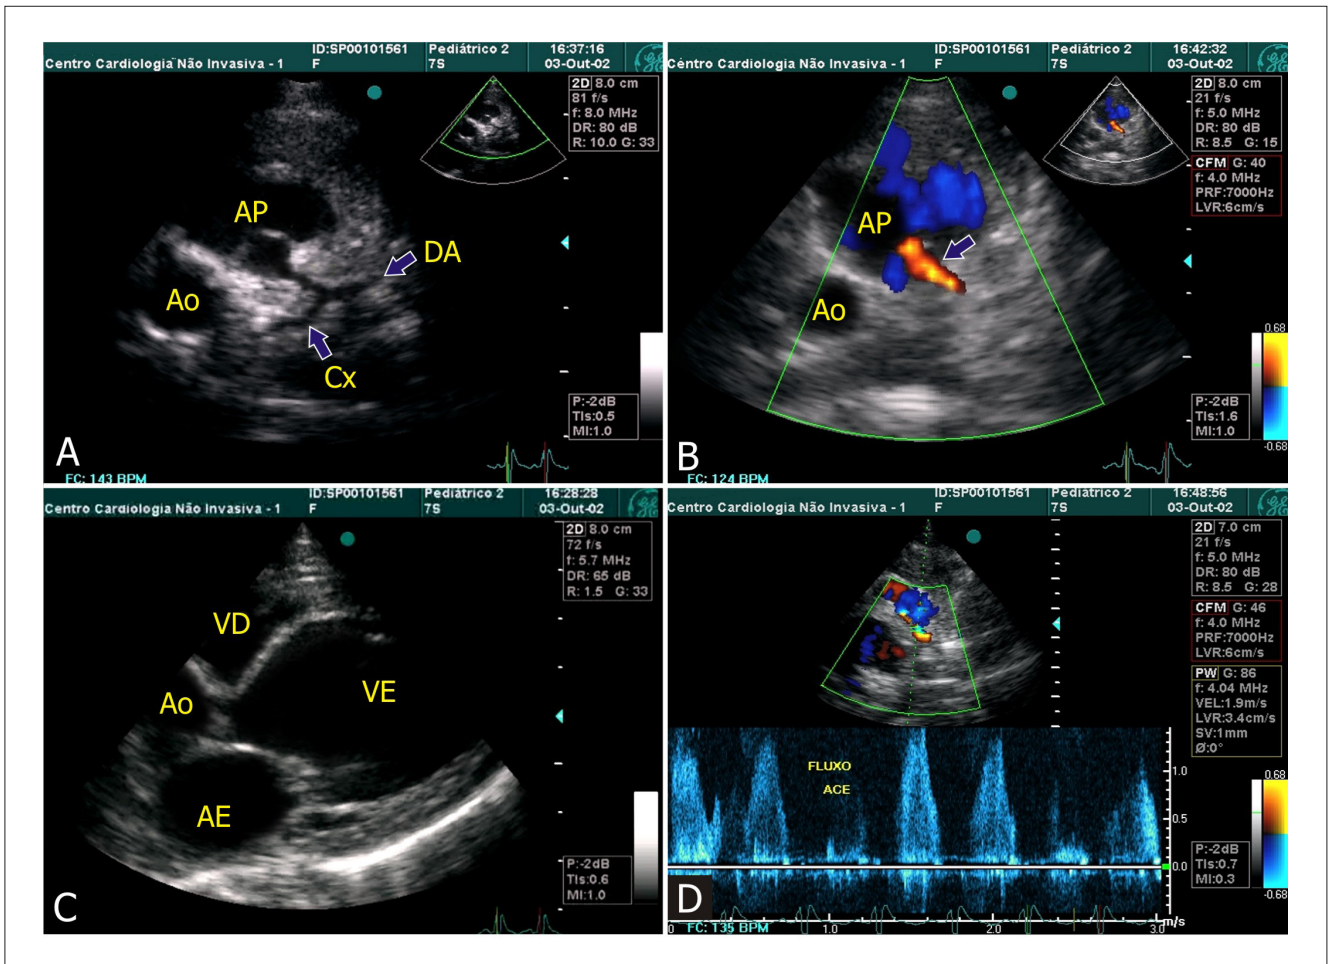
(A) Arteria coronaria izquierda (y sus ramas) con origen en la arteria pulmonar (Película 1). (B) Mapeo de flujo color que evidencia el flujo inverso en la coronaria izquierda. (C) Corte paraesternal longitudinal que muestra dilatación importante del ventrículo izquierdo (y disfunción sistólica importante en la Película 2). (D) Doppler pulsátil del flujo inverso de la arteria coronaria izquierda. Al: aurícula izquierda; Ao: aorta; Cx: arteria circunfleja; DA: arteria descendente anterior; AP: arteria pulmonar; VD: ventrículo derecho; VI: ventrículo izquierdo.
